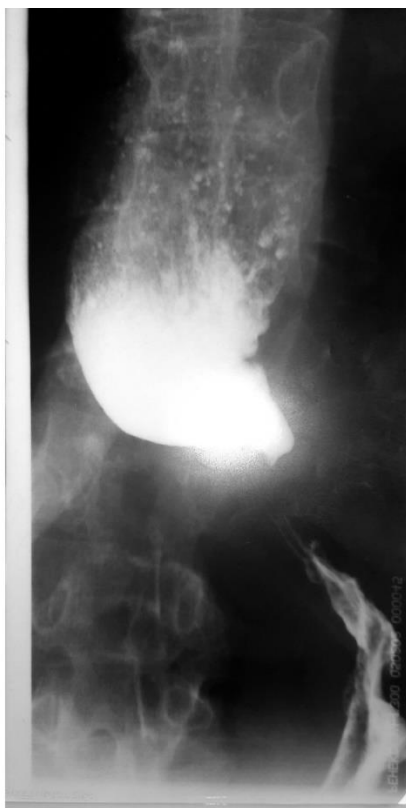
Рентгенограмма пищевода пациентки 60 лет, II группа, 3-я стадия АК, до операции. (Комментарии к рисунку в тексте)
